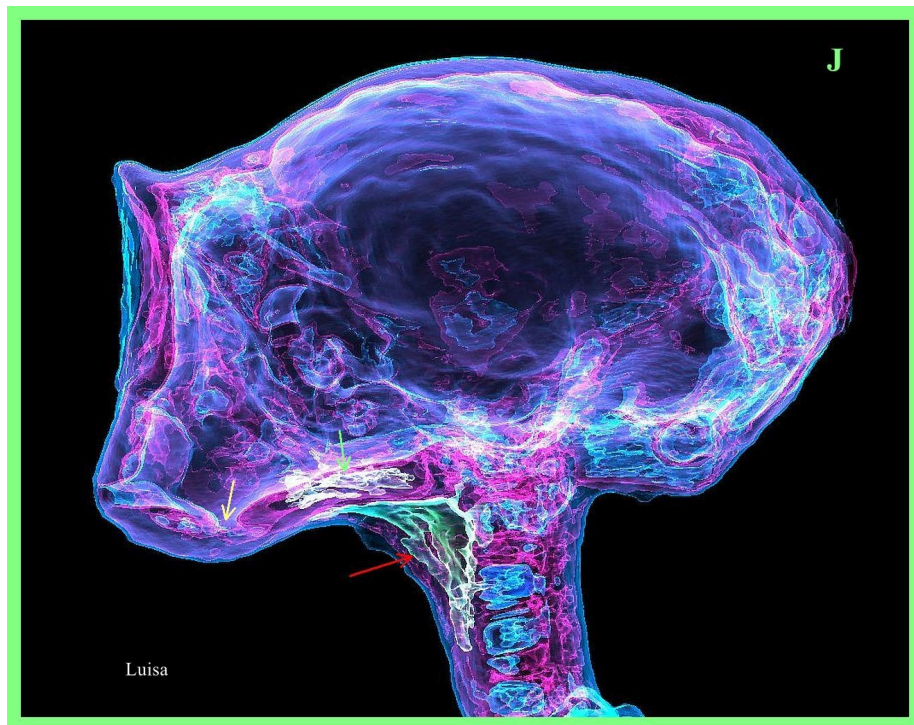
TC 3D de 'Luisa' en semitransparencia que muestra el espacio detrás de la placa bucal inferior (flecha amarilla). Se observa un espacio sinusal irregular (flecha verde) en la cavidad del piso óseo plano de la boca. Debajo de la placa ósea se encuentra la faringe que conduce a la vía aérea superior delante de la parte superior del cuello (flecha roja). Nótese los numerosos espacios sinusales dentro del cráneo en la región occipital posterior e inferior, así como detrás de la cresta supraorbitaria.
